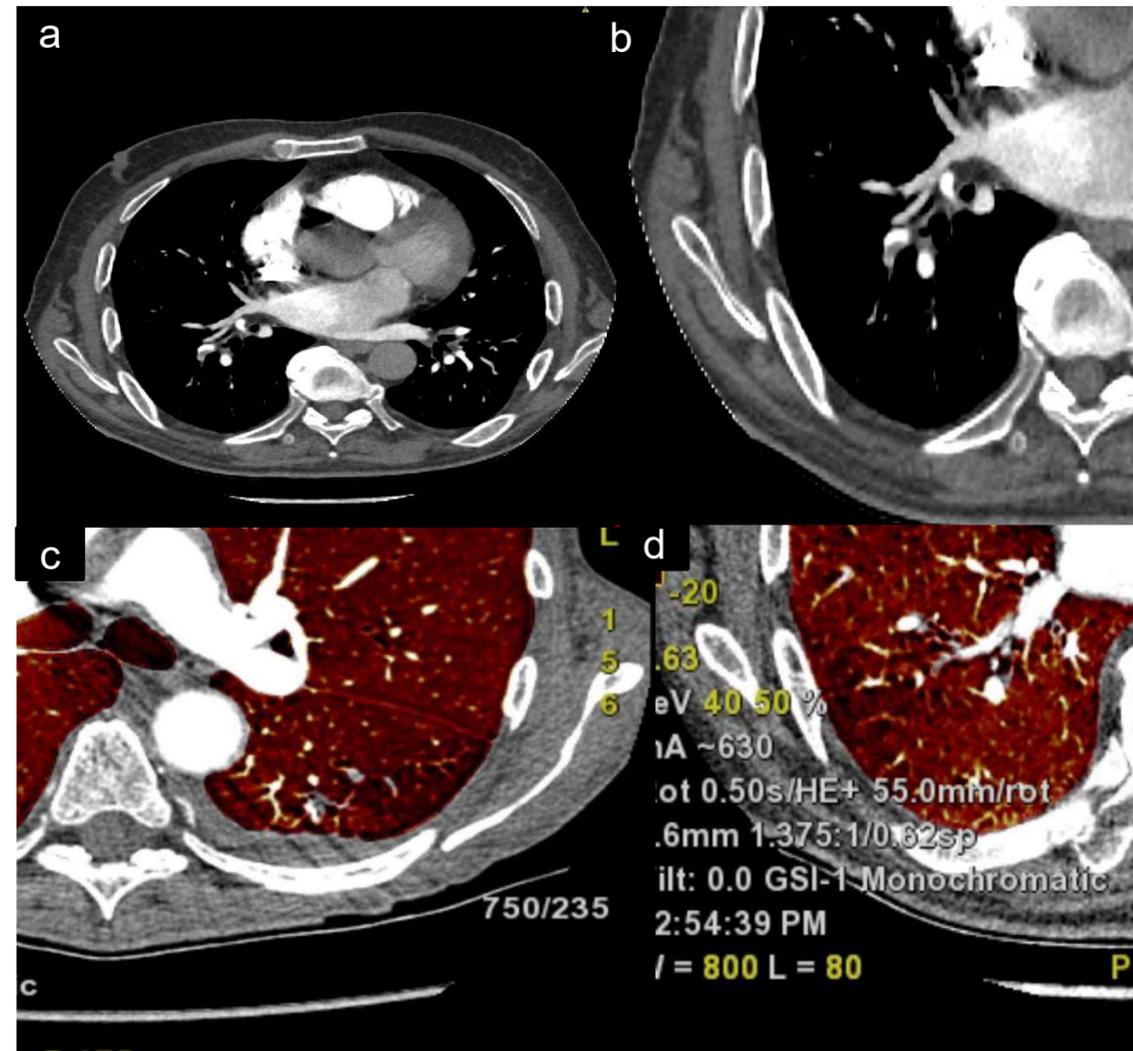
rappresentazione slice assiale Angio TC con embolia periferica;
